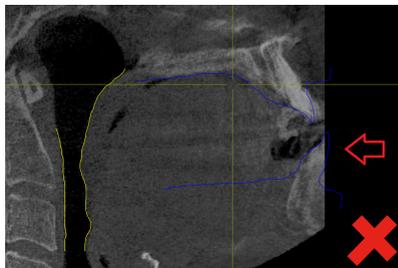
Áreas no cubiertas en la tomografía
